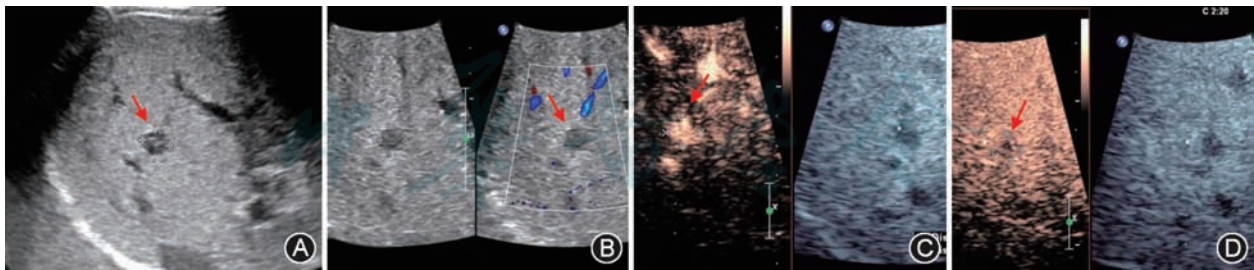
肝移植术后肿瘤复发超声图像 患者男,28 岁,肝细胞癌原位全肝移植术后 25 个月;A:灰阶超声显示移植肝内低回声团块(箭头);B:彩色多普勒血流成像显示肿块内未见血流(箭头);C:超声造影检查动脉期示肿块呈高增强(箭头);D:超声造影检查延迟期示肿块内造影剂消退为稍低增强(箭头)
